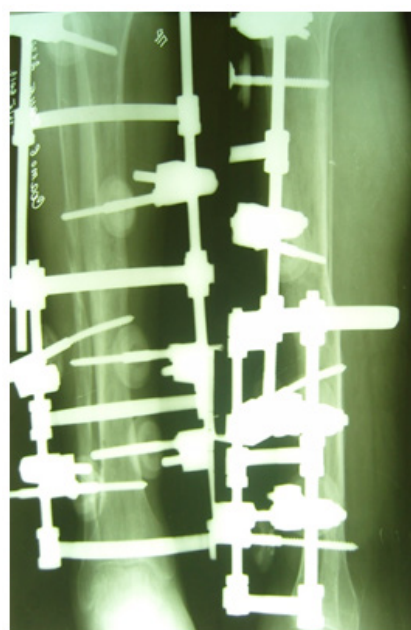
Рентгенограмма пациента X. через 16 нед. после операции.
